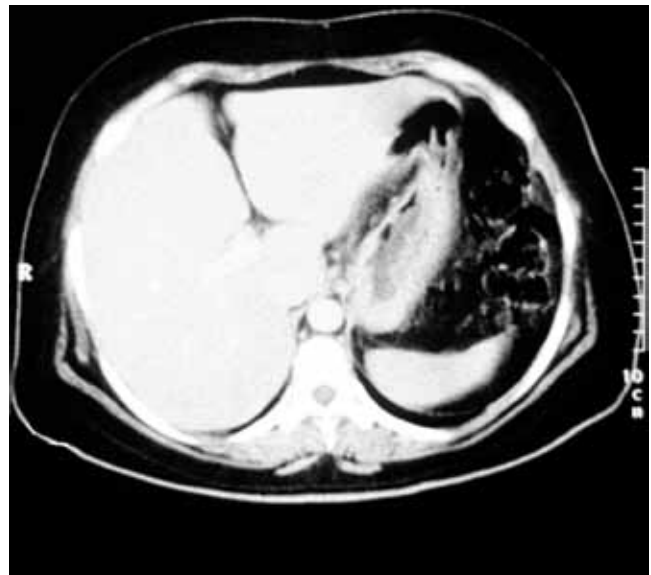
Tomografía computadorizada toraco-abdominal que no reveló alteraciones.
